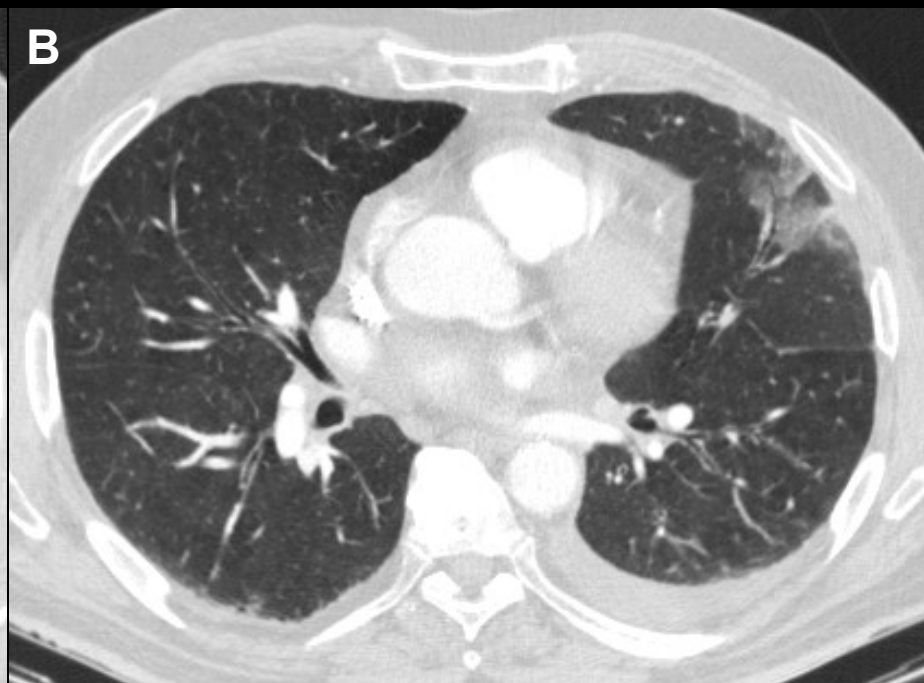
Angio-TC pulmonar. Proyección MIP axial.
